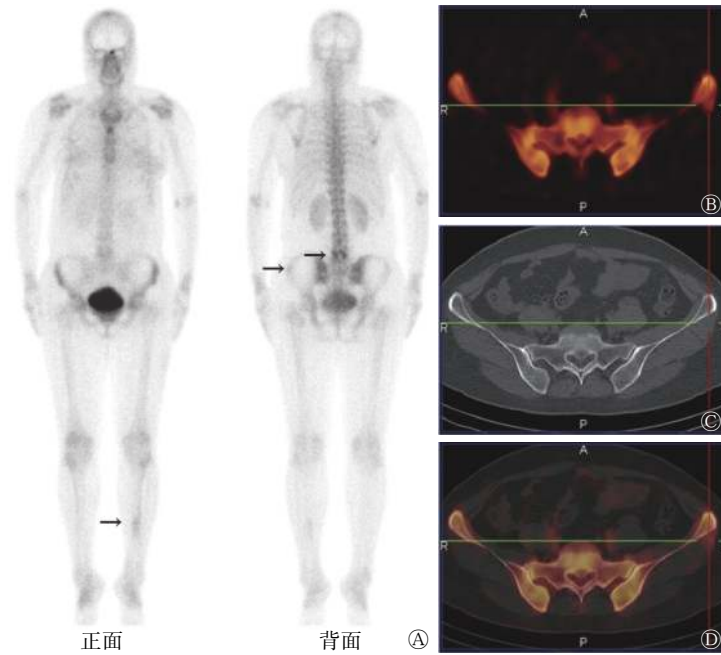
乳腺癌患者(女性, 53岁)的SPECT全身平面骨显像和骨盆SPECT/CT融合显像图 患者6个月前有外伤史。A为SPECT全身平面骨显像图, 示L5、左侧髂嵴、左侧胫骨中段有代谢增高病灶(箭头所示), L5代谢增高病灶考虑为椎小关节退变, 左侧胫骨中段代谢增高病灶考虑为外伤后改变; B、C、D分别为骨盆的SPECT、CT、SPECT/CT融合显像图, 示左侧髂嵴代谢增高病灶位于臀小肌上(定位线所示), CT图像示骨盆的密度未发生变化, 提示为非骨转移瘤, 考虑为外伤后的改变。SPECT为单光子发射计算机断层摄影术; CT为计算机断层摄影术
